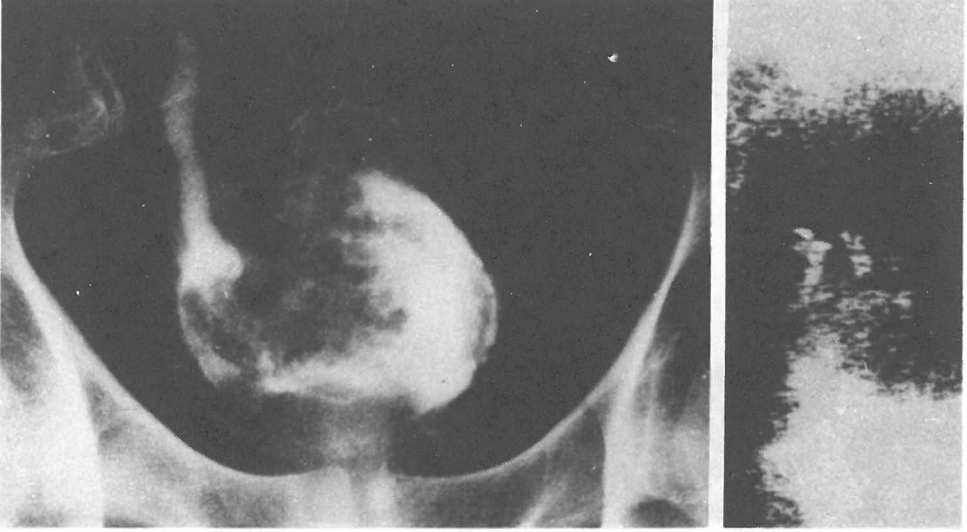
(a,b): Sistografide mesane sol yan duvarda düzensiz kenarlı dolma defekti. Ultrasonografide mesane sol yan duvarda papillomatöz kitle. Transiti onel cell carcinoma
